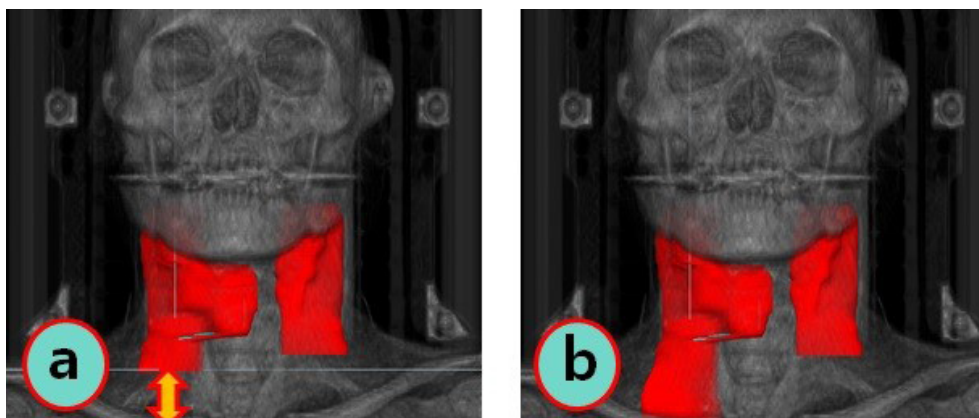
(a) General CT scan range, (b) Lack of CT scan range for plan
